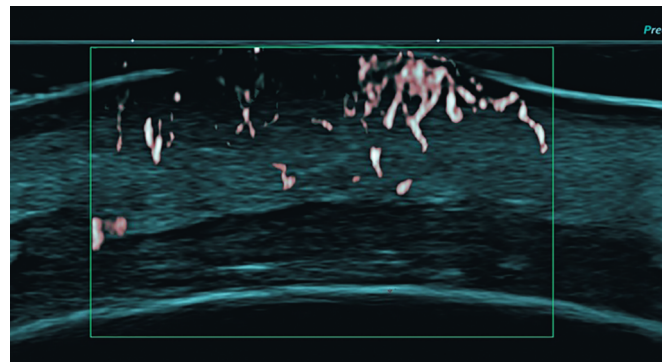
УЗИ мягких тканей лба в режиме энергетического доплеровского картирования. Датчик 24 МГц
